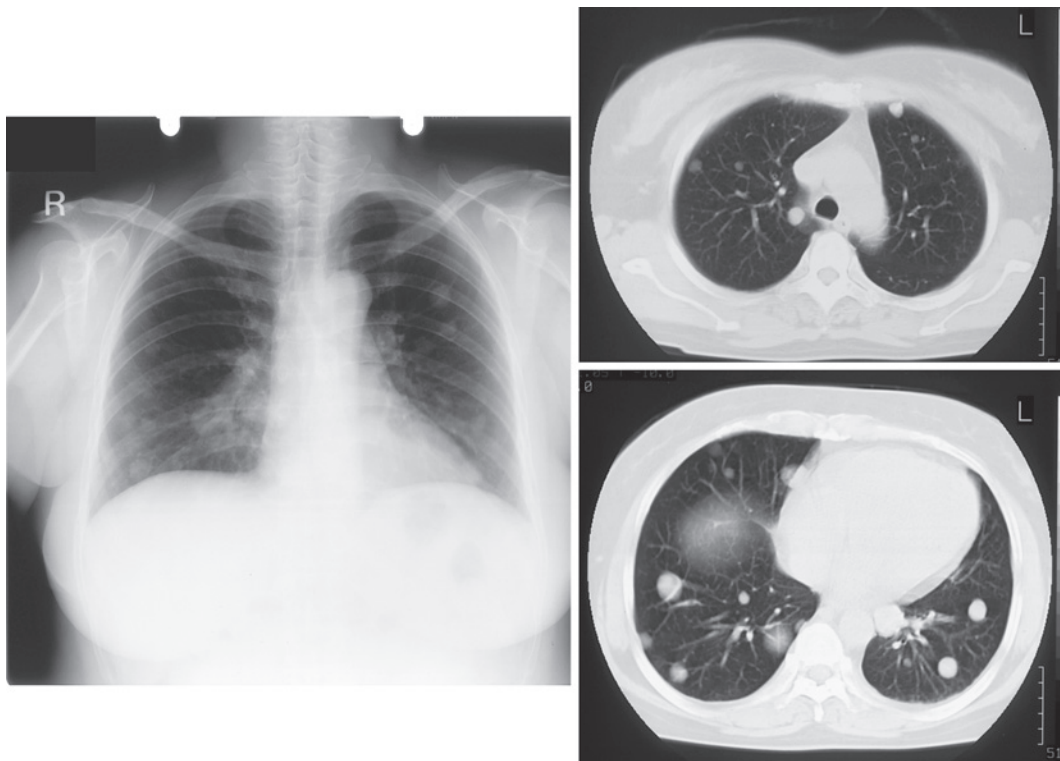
Chest X-ray film and CT scan on admission show multiple tumors in both lung fields.
